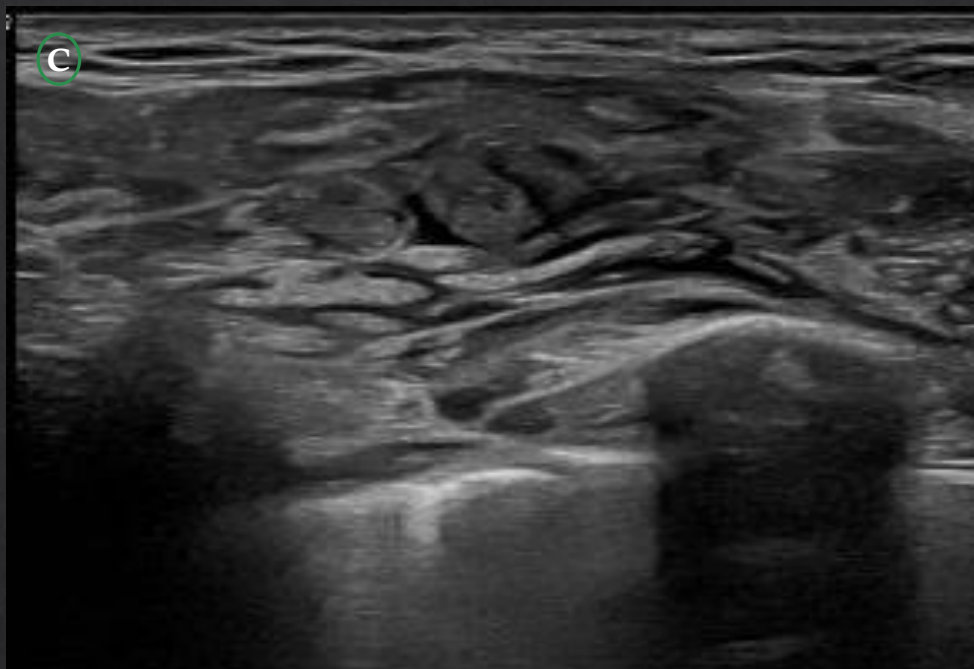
C: US corte longitudinal en ventana simple y doble y corte axial en modo Doppler.
